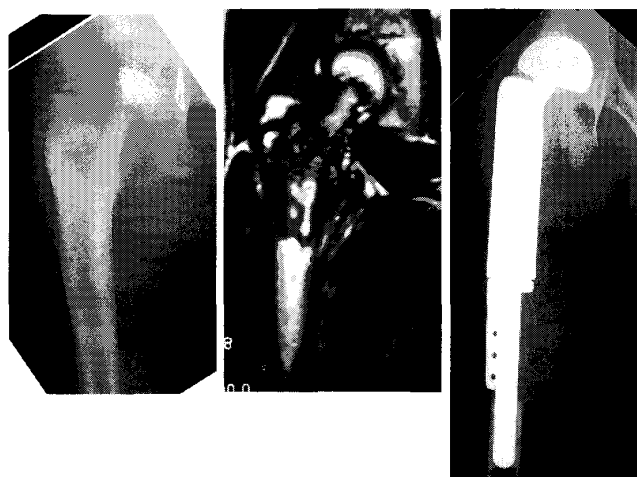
大腿骨近位に発生したESFT。初診時単純X線写真(左)およびT2強調MRI(中央)。腫瘍用人工骨頭による再建後の単純X線写真(右)。
